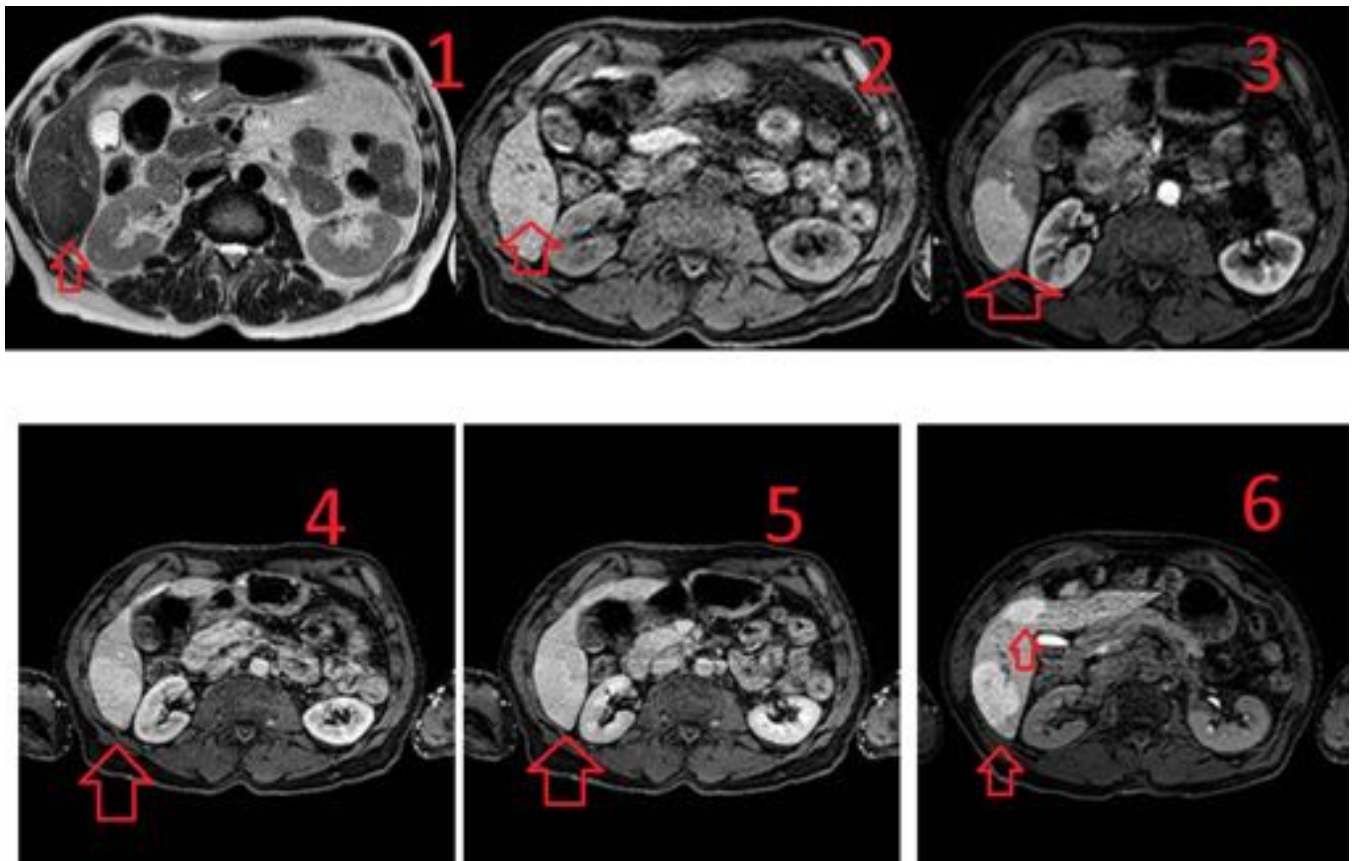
La RM hepática confirma el diagnóstico de HNF, observándose LOEs prácticamente imperceptibles en secuencia T2 y T1 (1, 2), que muestran captación precoz de contraste hepatoespecífico en fase arterial (3), homogeneizándose en fase portal (4, 5) y manteniéndose hipercaptantes en fase tardía (6).
